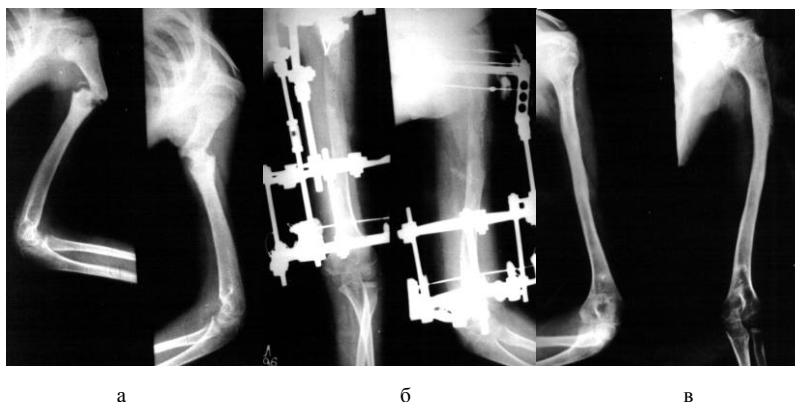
Рентгенограммы больного П., 7 лет, а) до лечения, б) в процессе остеосинтеза, в) через 1 год после остеосинтеза
